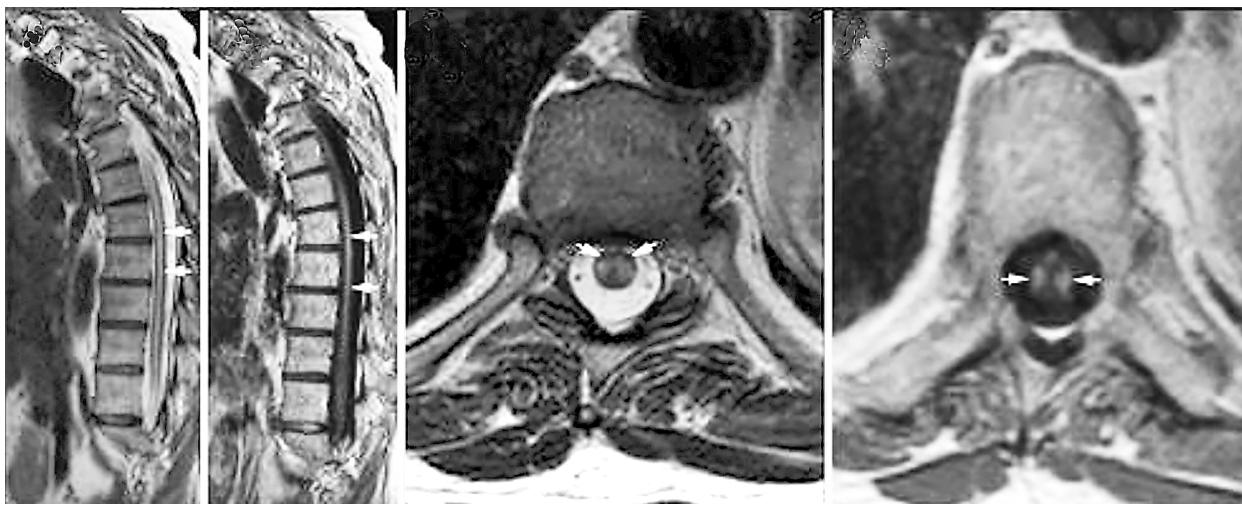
Магнитно-резонансная томография. Некротическая миелопатия
